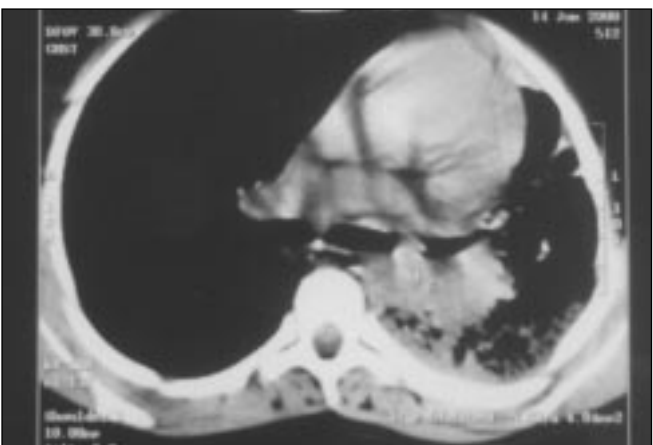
TAC de tórax de la paciente que reporta colapso de la llingula y lóbulo inferior izquierdo además broncograma aéreo.
